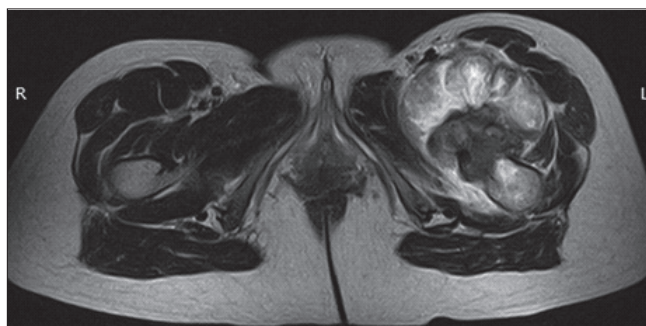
МРТ перед операцией 06.09.2000 г. (аксиальная проекция)
